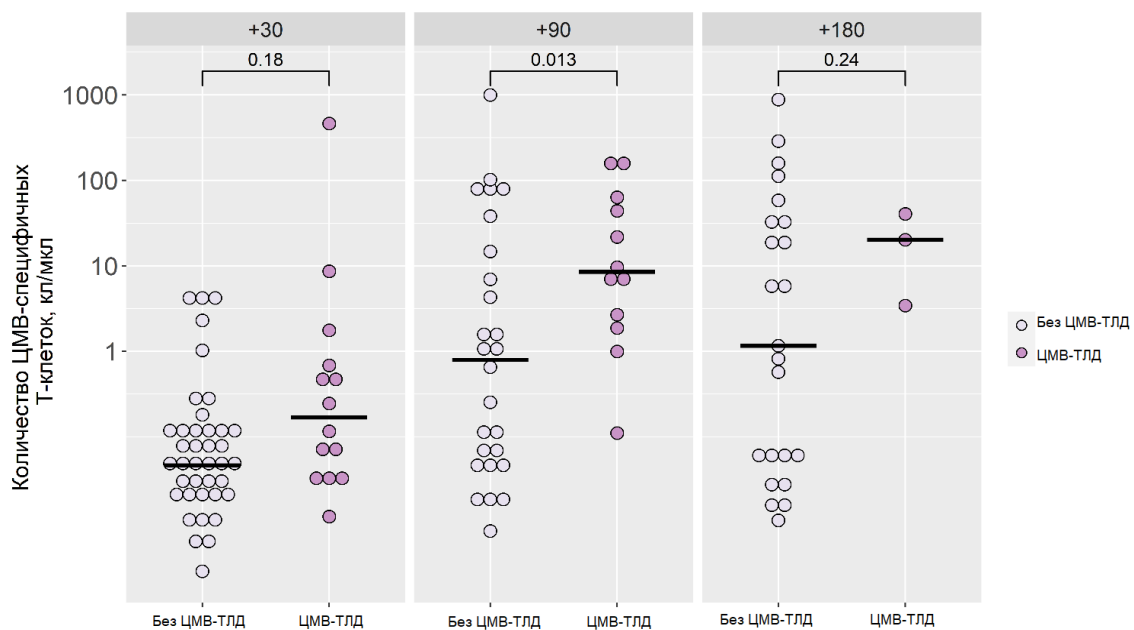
Реконституция ЦМВ-специфических Т-клеток на сроках +30, +90, +180 сутки после алло-ТГСК в зависимости от трансфузии ЦМВ-специфичных лимфоцитов донора
